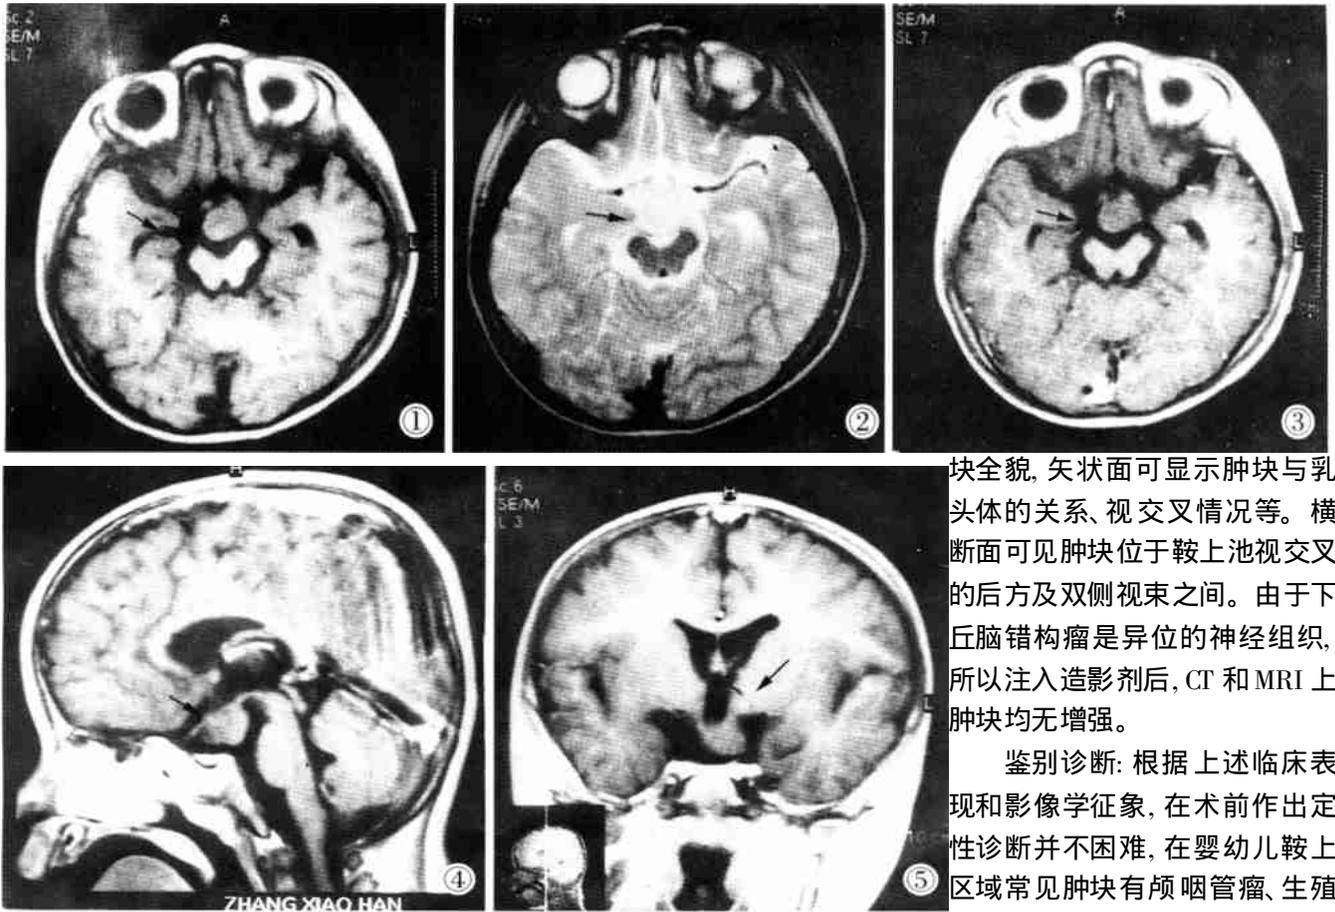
MRI扫描,男,2岁。横断面  $T_1W$ , 示鞍上池内与灰质等信号肿块。图2 横断面  $T_2W$ , 示鞍上池内高信号肿块。图3 横断面  $T_1W$  增强, 示肿块不增强。图4 矢状面  $T_1W$  增强, 示鞍上与乳头体相连不增强肿块。图5 冠状面  $T_1W$  增强, 示鞍上不增强肿块。
